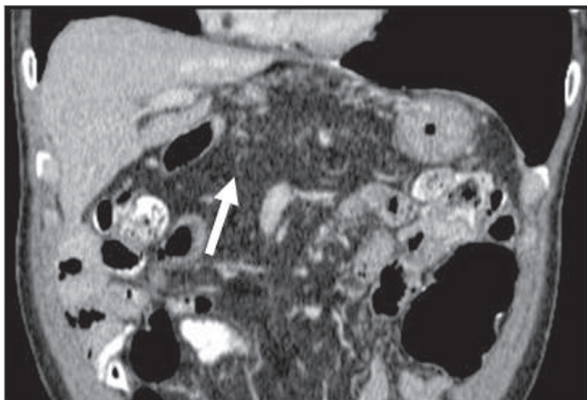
Tomografía computada con contraste oral y endovenoso, corte coronal: se observa la presencia de tejido adiposo en topografía habitual del páncreas (flecha).
